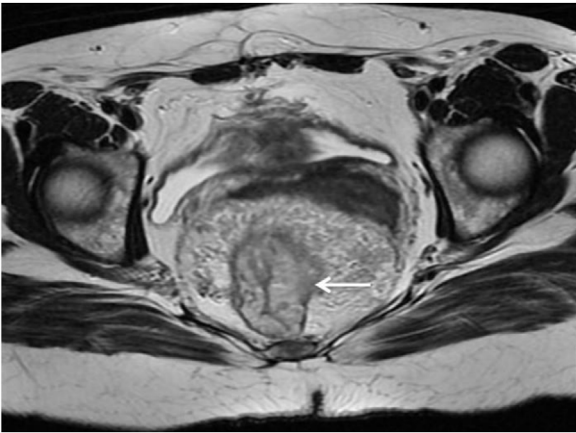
Corte axial de RMN, se observa en la flecha la pared rectal engrosada de 16 mm con disminución importante de su luz y evidente engrosamiento del mesorrecto.
